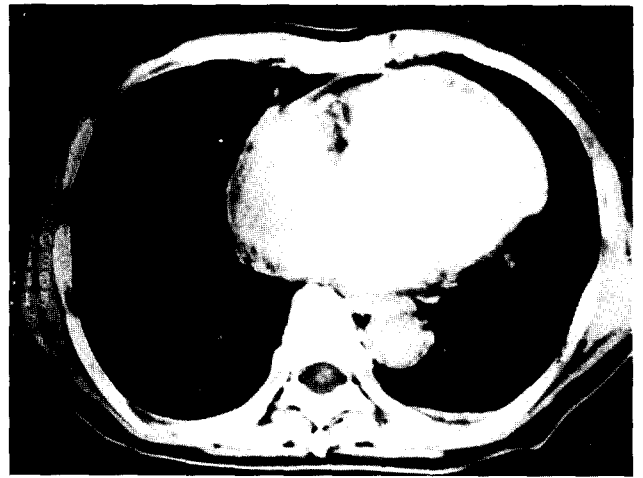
흉부 전산화단층촬영 소견. 우심방내 종괴음영이 보인다.
